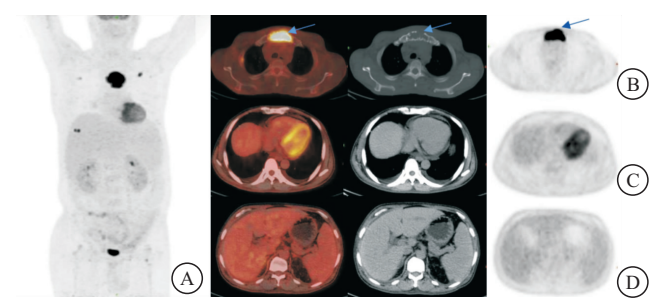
1 例骨病变为溶解型的 POEMS 综合征患者的 PET/CT 图
